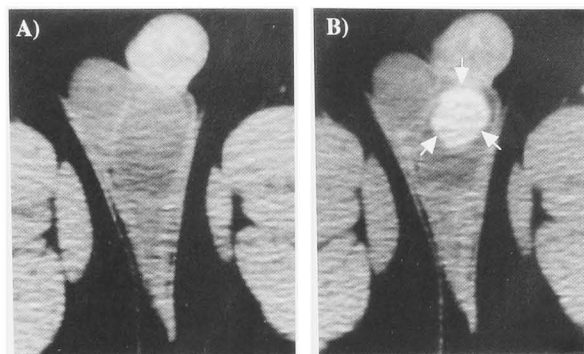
Abdominal CT shows a well-circumscribed enhanced mass (arrows) within the left testis. A: plain CT, B: enhanced CT.
